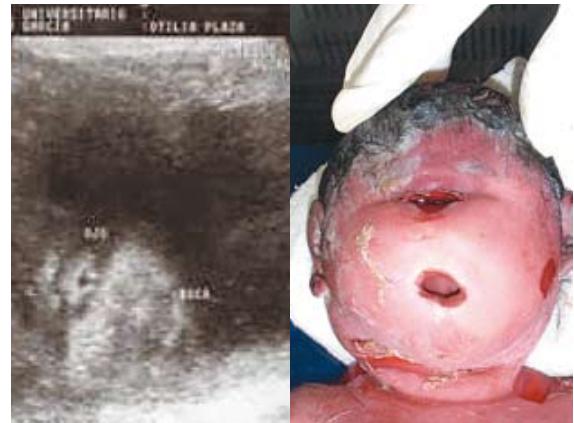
Foto de ecografía de detalle anatómico (izquierda) y foto del recién nacido (derecha). En la cara se observa ojo único central y no se encuentra nariz.
